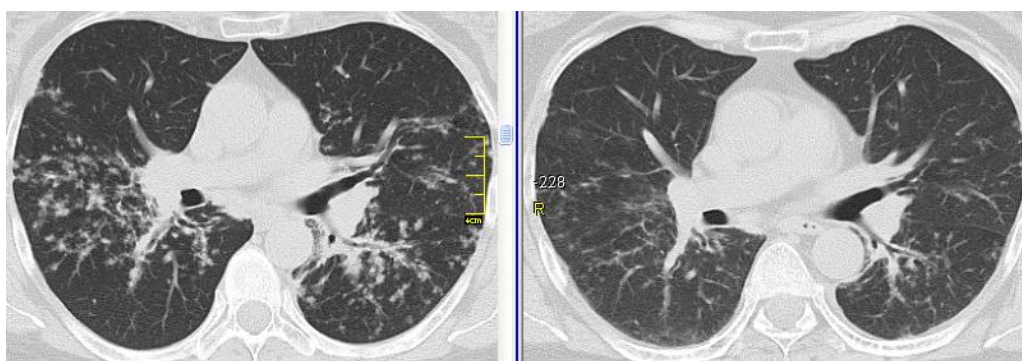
КТ хворої ІІІ. (ліворуч – вихідні дані, праворуч – через 3 міс. ГКС-терапії): фаза регресії саркоїдозу – зникнення ясних скупчень вузликів у прикореневих зонах («cluster»-симптом), зберігається вузликово-ретикулярний патерн за рахунок розподілу вузликів у міжчасткових перегородках
